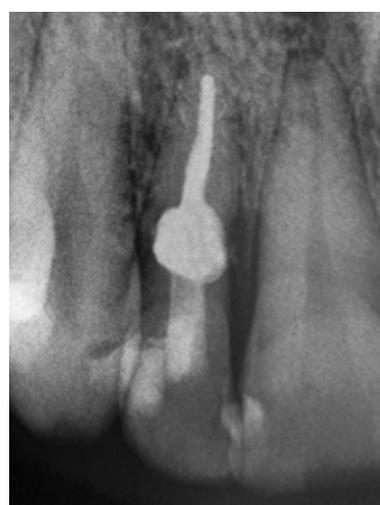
Radiografia periapical inicial evidenciando uma reabsorção radicular. Após avaliação tomográfica considerada como interna.
